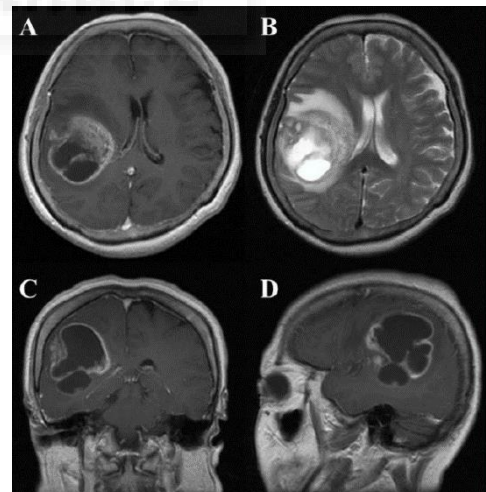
Pruebas radiológicas de presencia de GBM. Imagen de RM contrastada por gadolinio (A, sección axial; B, sección axial mostrando edema peritumoral; C, sección coronal; D, sección sagital). Las imágenes muestran una lesión con forma de anillo en el lóbulo parieto-temporal derecho con desplazamiento de la línea media [Fuente 6].
